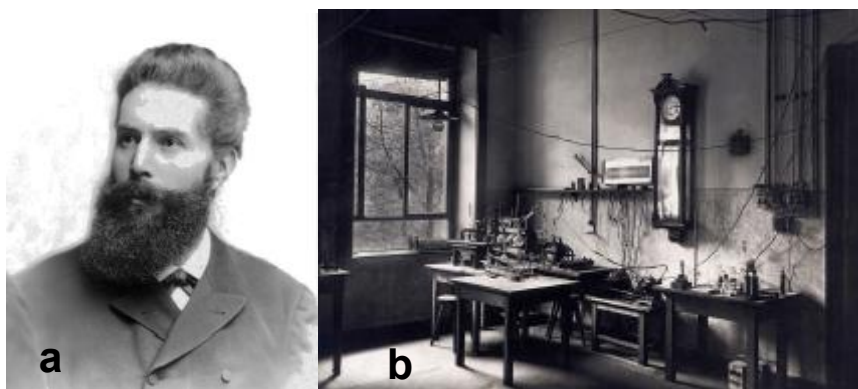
(a y b). Wilhelm Roentgen y su laboratorio en Würzburg.⁴
